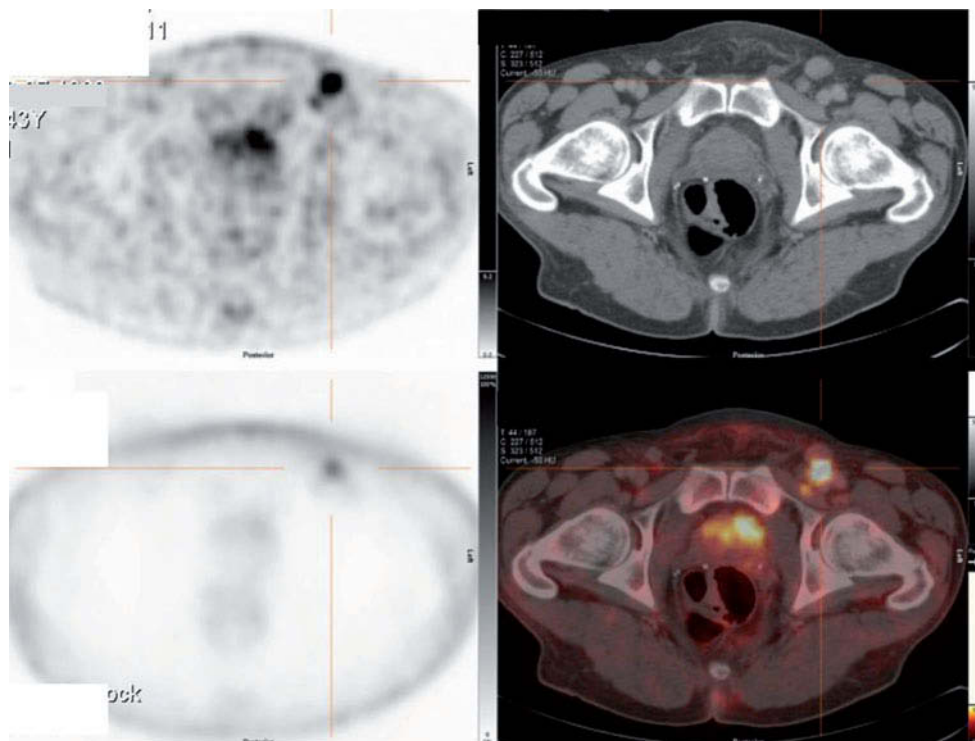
▲ Darstellung einer inguinalen Metastase im PET-CT
